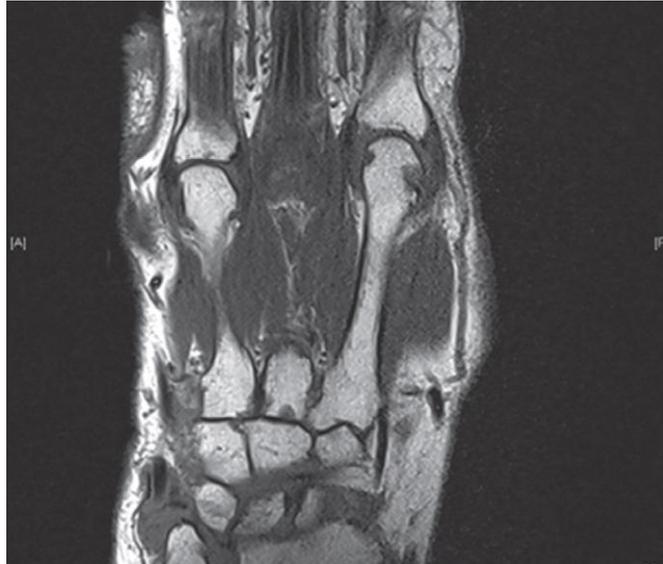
IRM du poignet.
